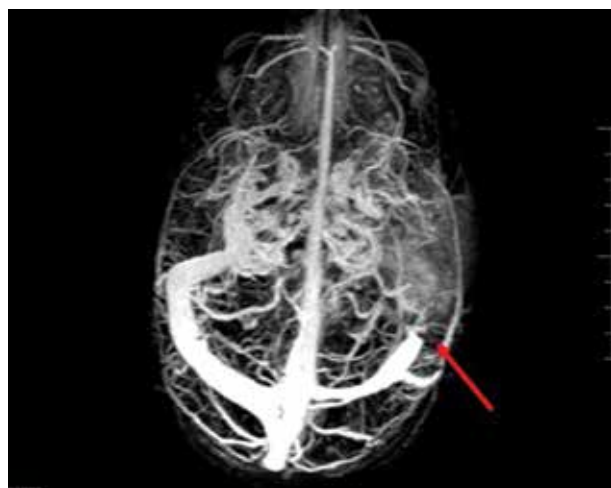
Angioresonancia: Evidencia defecto de relleno en seno lateral y sigmoideo izquierdo (flecha roja).
